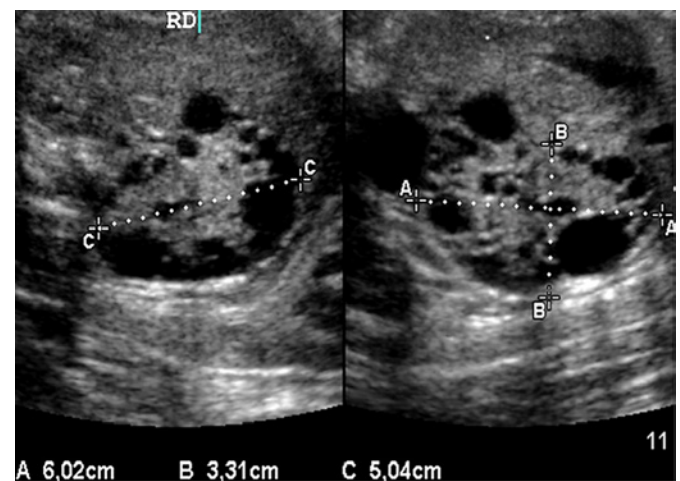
Ultrassonografia fetal realizada com 30 semanas de gestação mostrando o rim direito (RD) displásico com múltiplos cistos.
